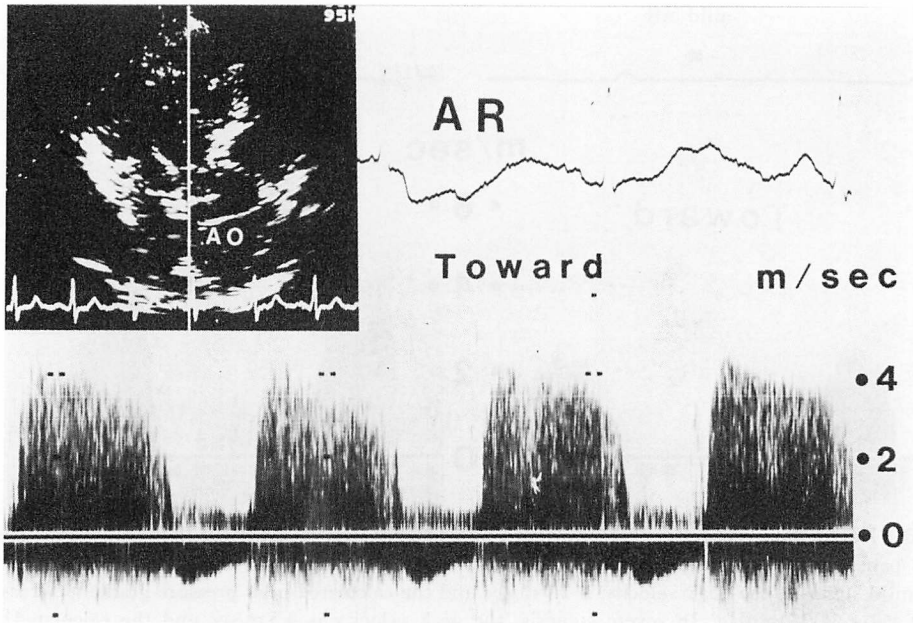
Two-dimensional echocardiogram and continuous wave Doppler echo tracing obtained with the transducer positioned in the left ventricular apex from a patient with aortic regurgitation.
